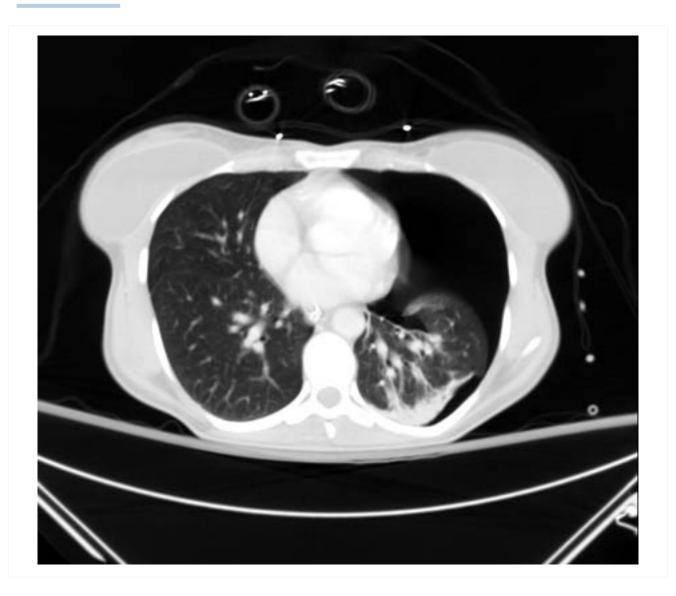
Tomografia computadorizada (TC) mostrando grande pneumotórax do lado esquerdo
